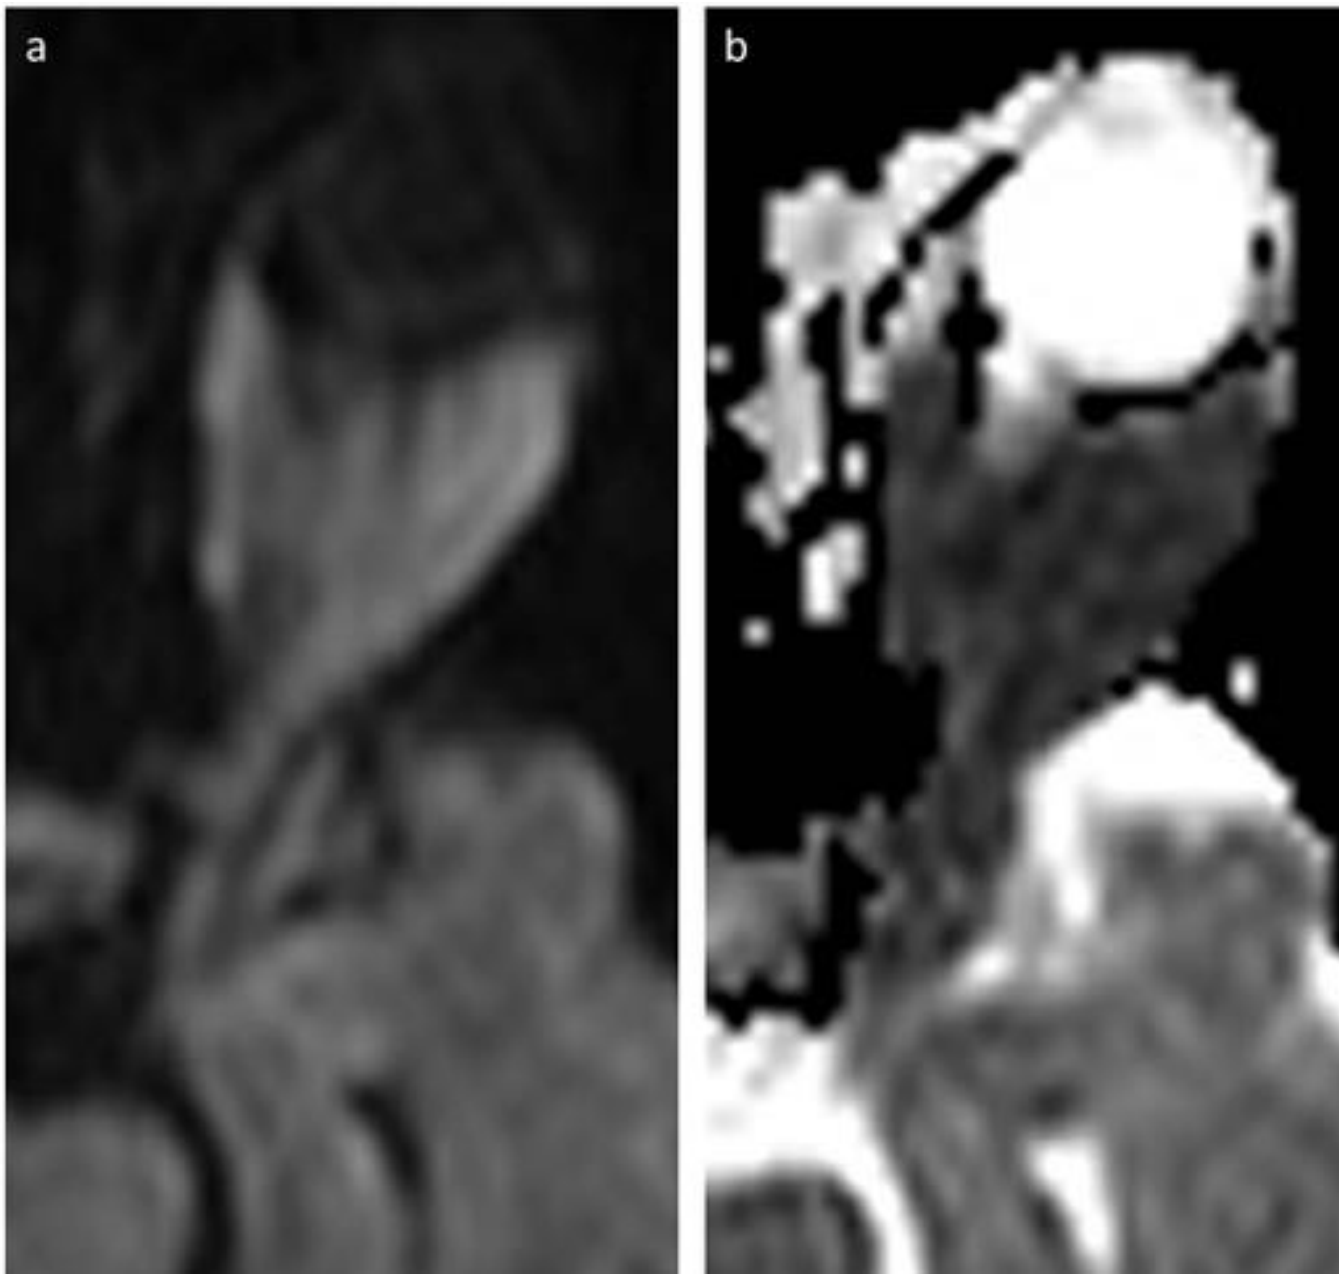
Linfoma: Las imágenes corresponden con cortes axiales de secuencias de RM potenciadas en difusión (a) y un mapa ADC (b). La lesión es hiperintensa en b1000 e hipointensa en el mapa ADC , estos hallazgos confirman que la lesión presenta restricción de la difusión.
